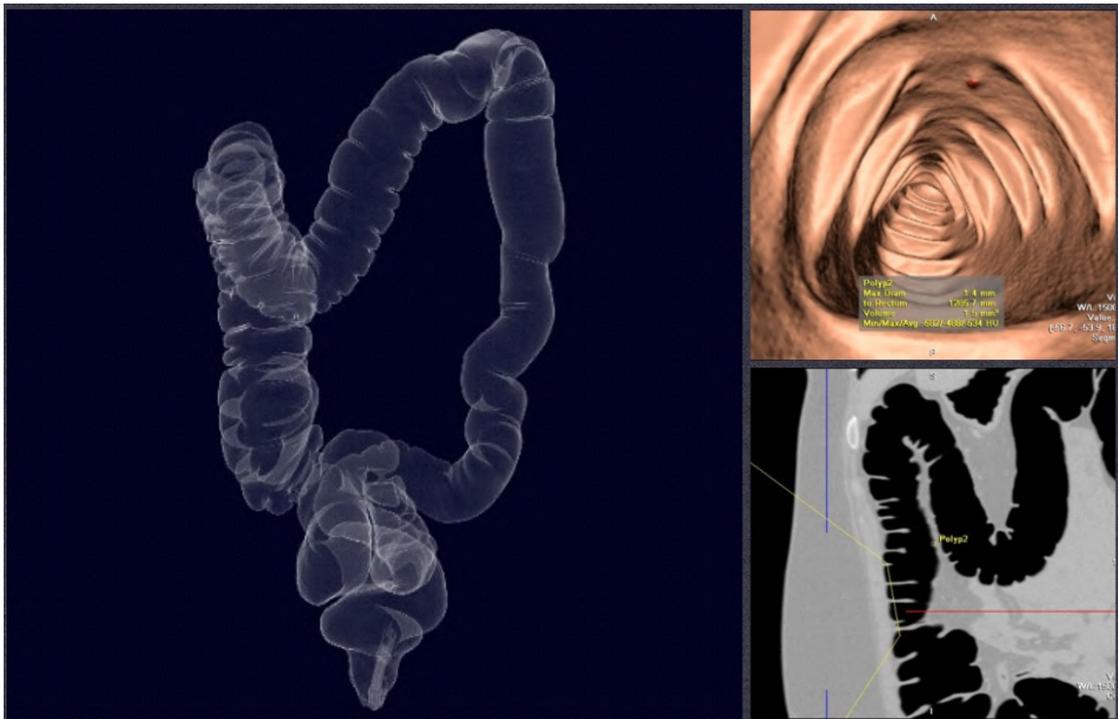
Reconstruções tridimensionais de tomografia computadorizada do abdome realizada com técnica de colonoscopia virtual demonstrando pequena lesão polipoide no cólon ascendente.
